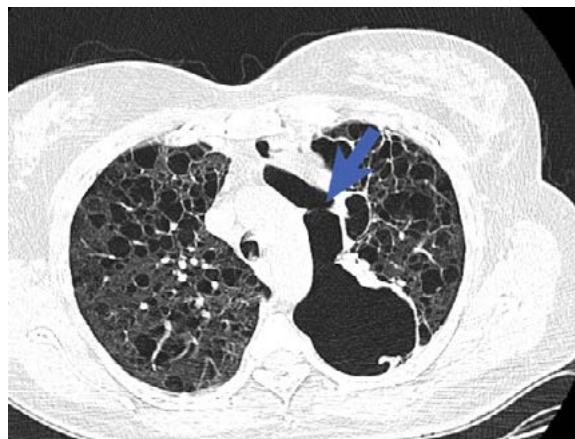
Radiografía de tórax al alta, en la cual se pueden observar las lesiones quísticas (flecha).
